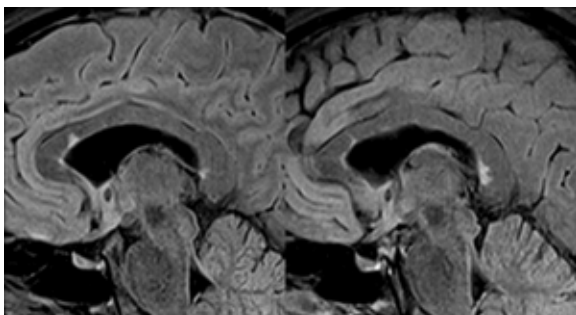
Seqüència ponderada en T2-FLAIR obtinguda en el pla sagital. S'observa la típica localització de les lesions desmielinitzants en el marge inferior del cos callós.
